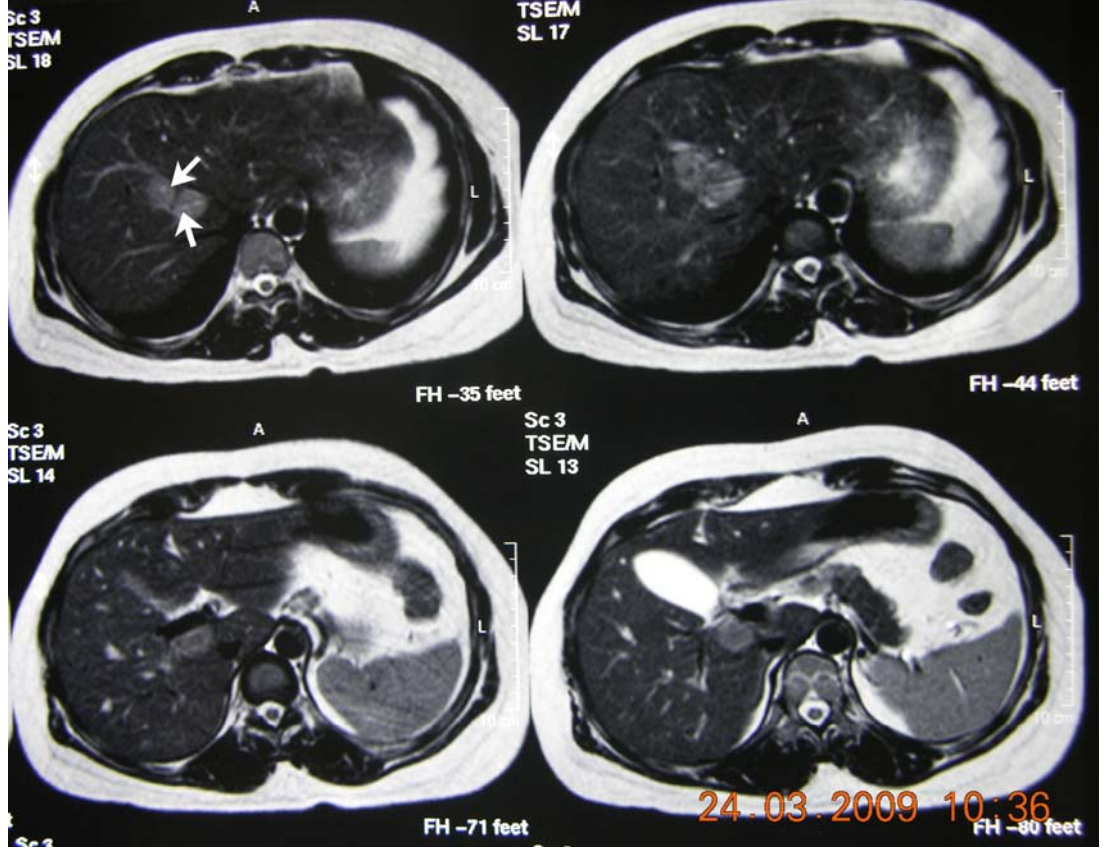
Sağ lob posteromedialinde 4x3 cm boyutunda karaciğer hemanjiyomu izlenen 38 yaşındaki bayan hastanın kontrastsız MRG’si (OLGU 2)
